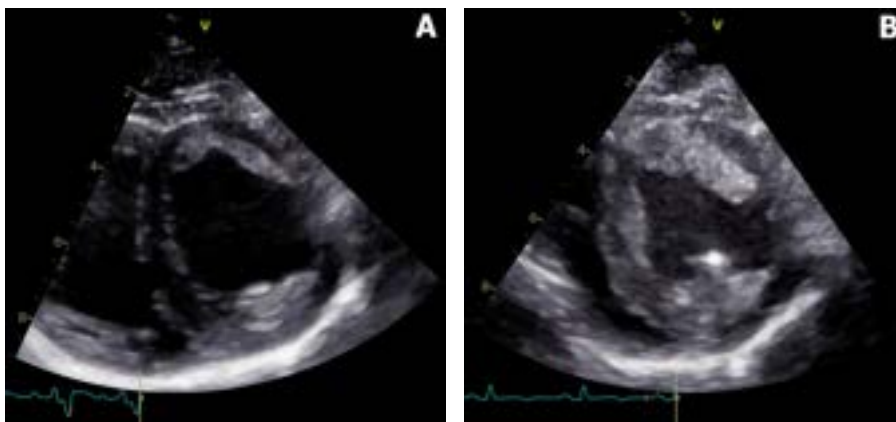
Échocardiographie transthoracique. Coupe petit axe parasternale avant (A) et après infarctus (B). Œdème myocardique massif.
